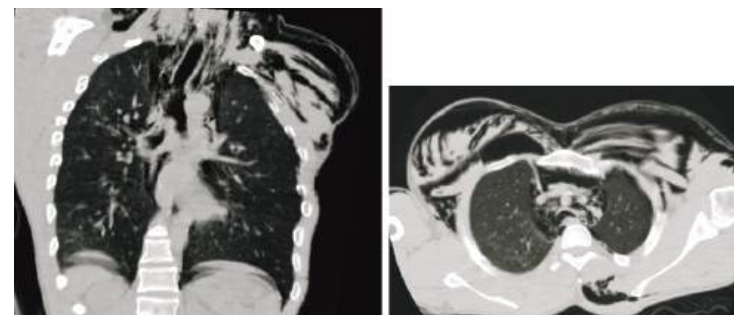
МСКТ груди при поступлении пострадавшего: эмфизема средостения, мягких тканей шеи и грудной стенки
